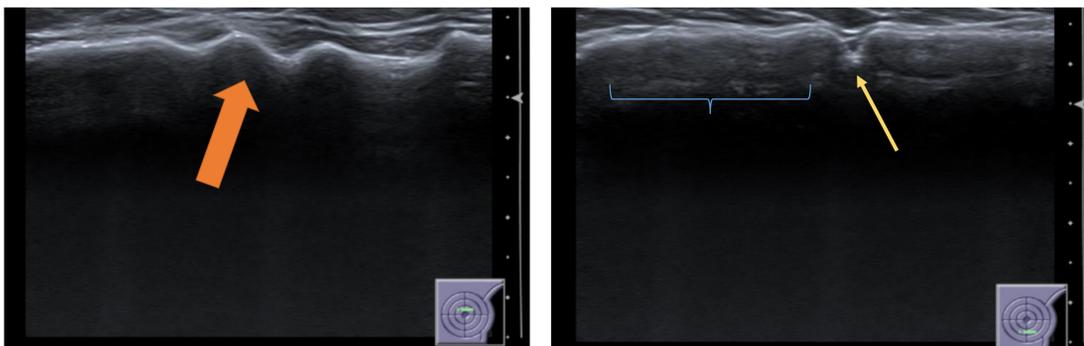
Ecografía de mama. Lobulaciones (flechas grandes naranjas), líquido periprotésico (flecha fina naranja) y eco de reverberación (corchete azul)
